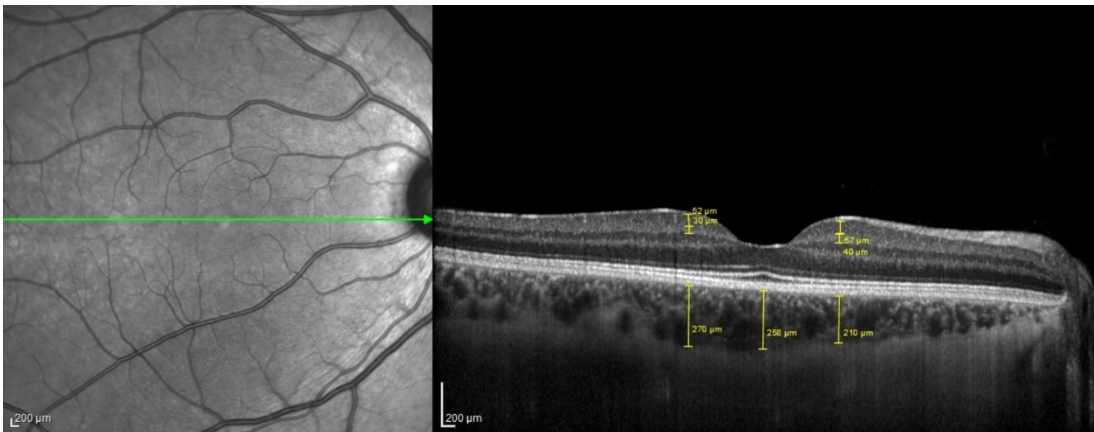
Optik Koherans Tomografi (OKT) ile Retinal Sinir Lifi Tabakası (RSLT)'nin incelenmesi
